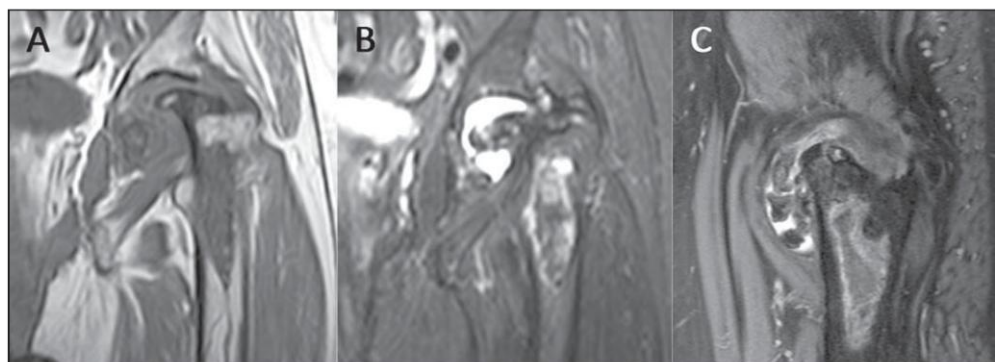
Imagens de RM do mesmo paciente da Figura 3, coronal T1 (A), coronal T2 SPAIR (B) e sagital T2 SPAIR (C) do quadril esquerdo mostrando extensa necrose avascular da cabeça do fêmur, com artrite degenerativa secundária avançada.
